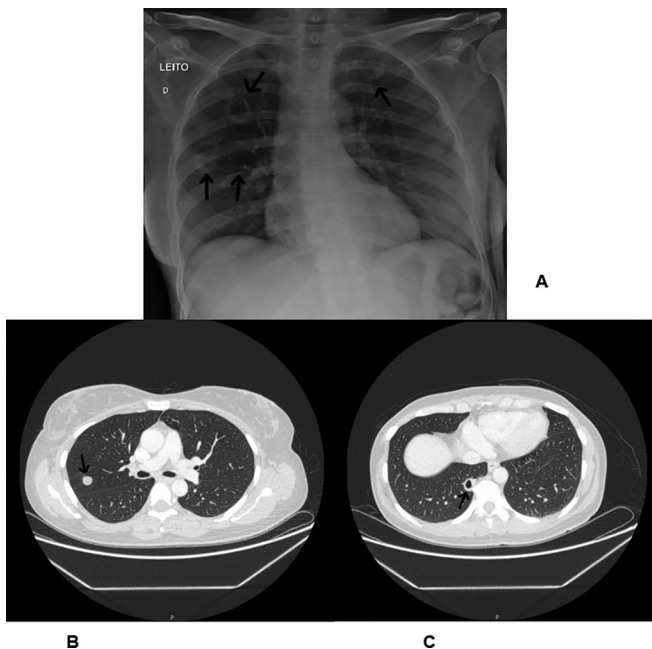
(A) Radiografia do tórax em exposição PA mostrando nódulos bilaterais (paciente com diagnóstico prévio de granulomatose com poliangiíte). (B e C) Os mesmos nódulos mostrados por uma tomografia computadorizada do tórax.
